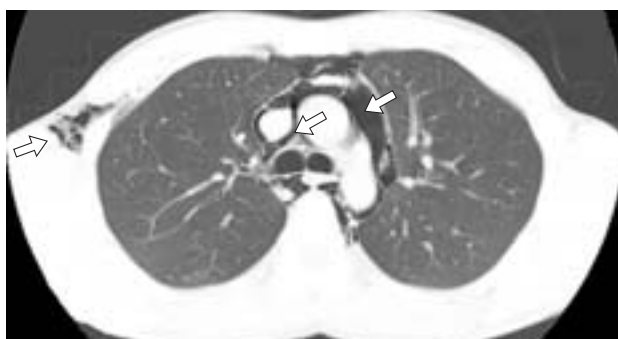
КТ грудной клетки, аксиальный срез. Спонтанная эмфизема средостения, эмфизема мягких тканей грудной стенки (стрелки).
